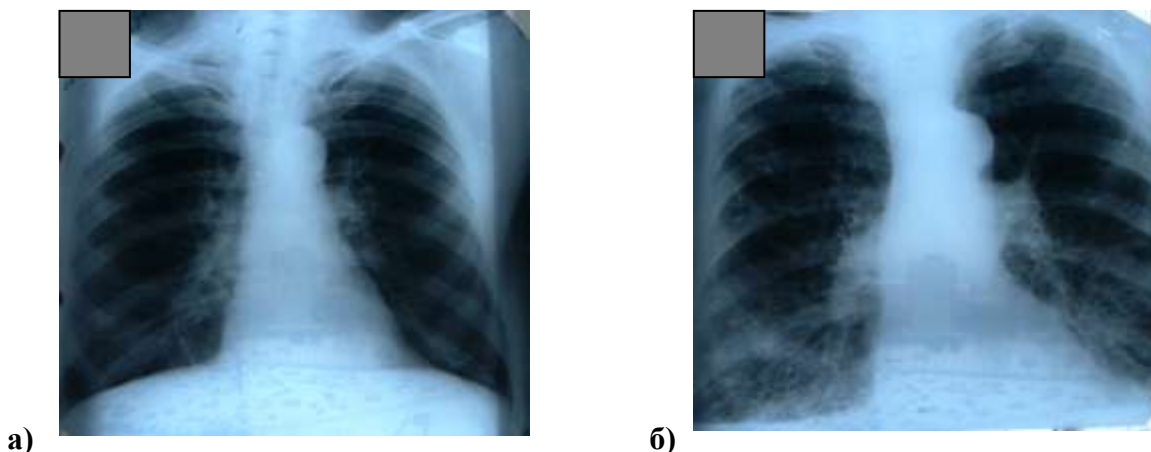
Рентгенограммы больных с ХЛС: а – больной с бронхиальной астмой тяжелой степени, б – больной с ХОБЛ IV степени тяжести (выбухание ствола легочной артерии, обеднение периферического сосудистого рисунка легких, расширение корней легких).
